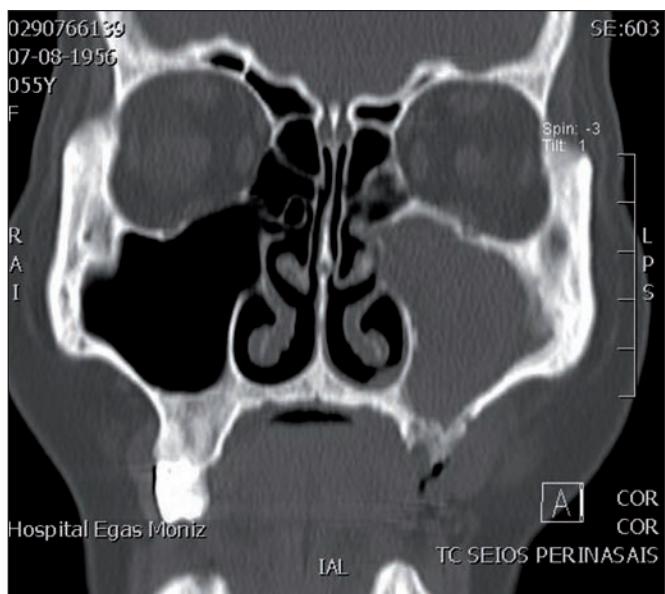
Tomografía axial computarizada: rarefacción ósea alveolar.
